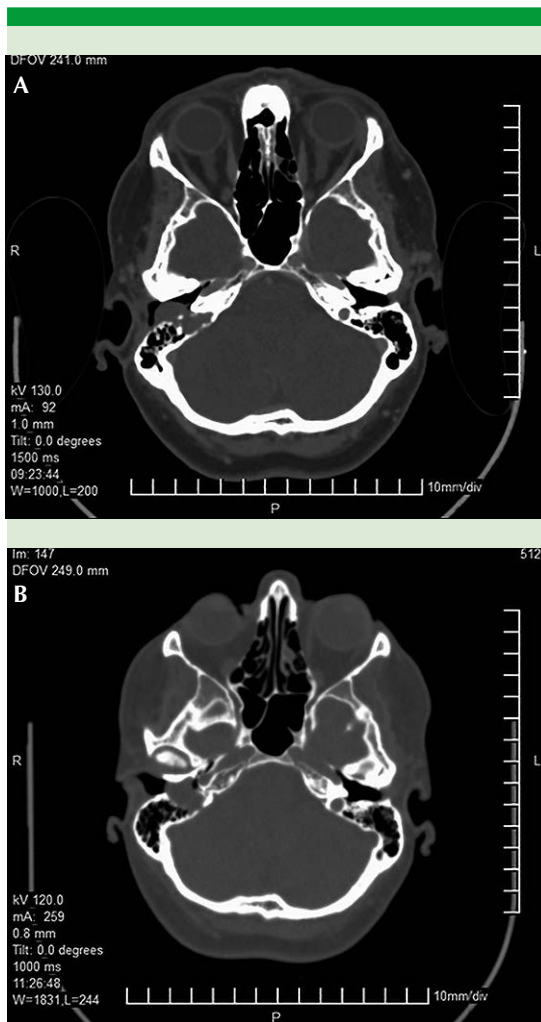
Tomografía computada de oídos. A. Corte axial que muestra ocupación del conducto auditivo externo derecho con imagen bien definida de densidad de partes blandas. B. Corte axial que muestra ocupación del oído medio derecho en su porción hipotimpánica donde se evidencia la estrecha relación con el golfo de la yugular sin llegar a invadirla.
